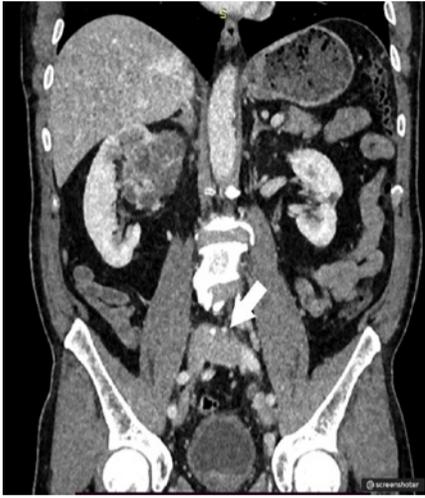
МСКТ органов брюшной полости. Тромбоз глубоких вен таза слева.
